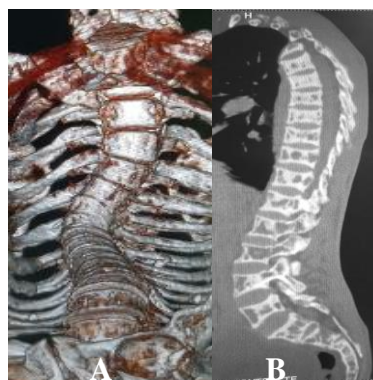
Dysplasie fibreuse du rachis. TDM du rachis dorsolombosacré. Reconstruction 3D surfacique vue anterosupérieure (A) et reconstruction sagittale en fenêtre osseuse illustrant une cyphoscoliose sévère, un tassement en aspect de poisson des vertèbres et des images lacunaires.
